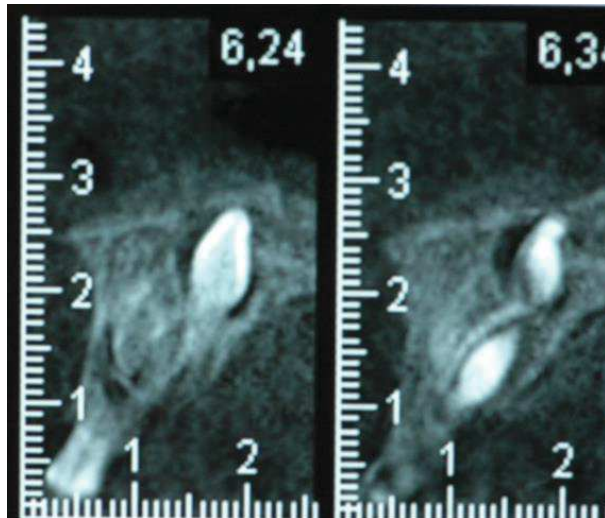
coupes CBCT montrant deux mesiodens anastrophiques (CRMR ORARES, HUS, Pr F Clauss)
